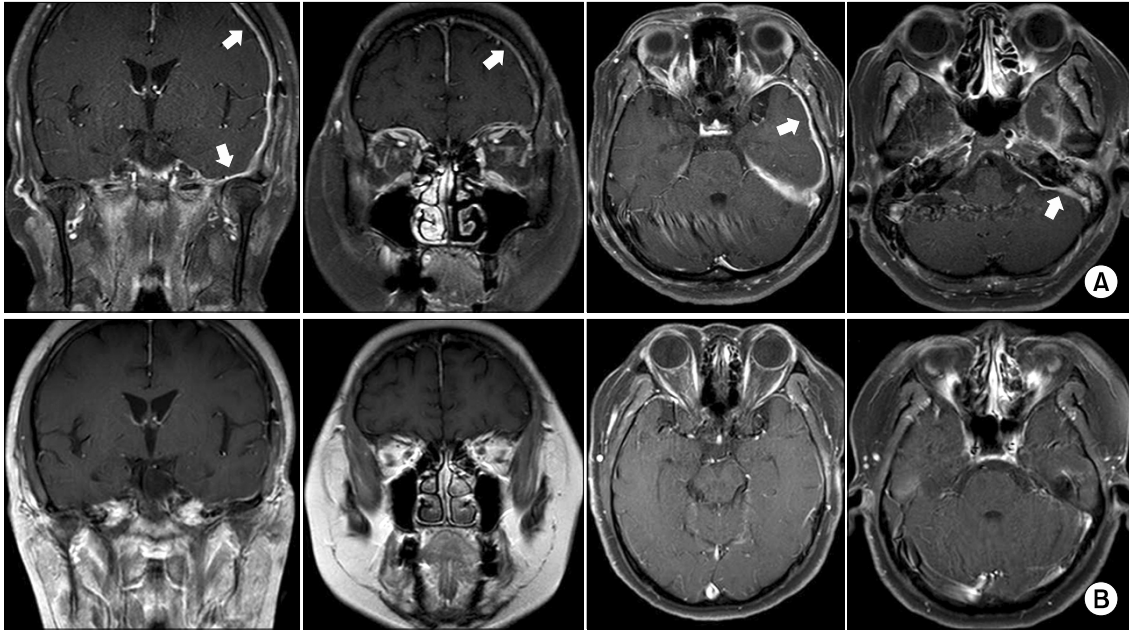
Coronal and axial T2-weighted brain magnetic resonance images revealed enhancement and thickening of the meninges (white arrows) at the left frontoparietotemporal convexity and left petrous area at diagnosis (A) and 9 months after treatment (B).
